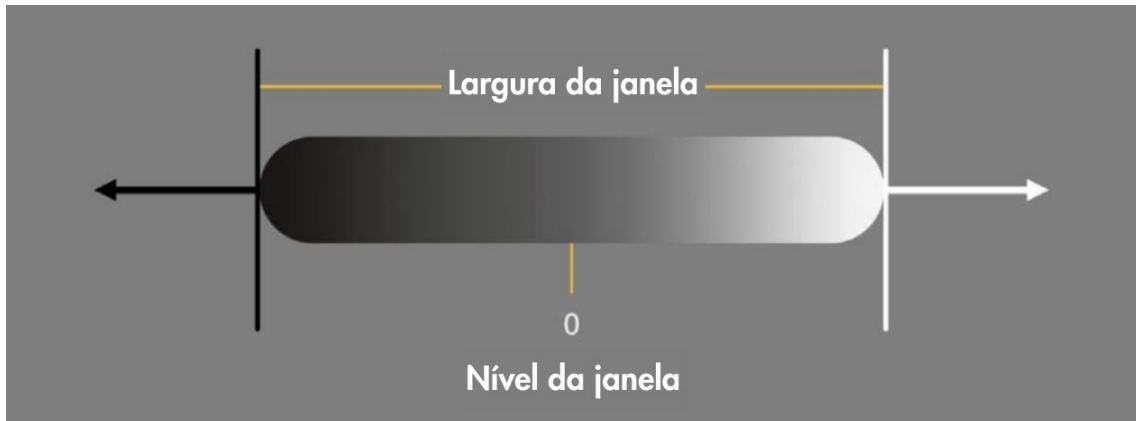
Representação esquemática do conceito de janelamento em tomografia computadorizada. Fonte: Adaptado de Hartung & Brown, LITFL.
